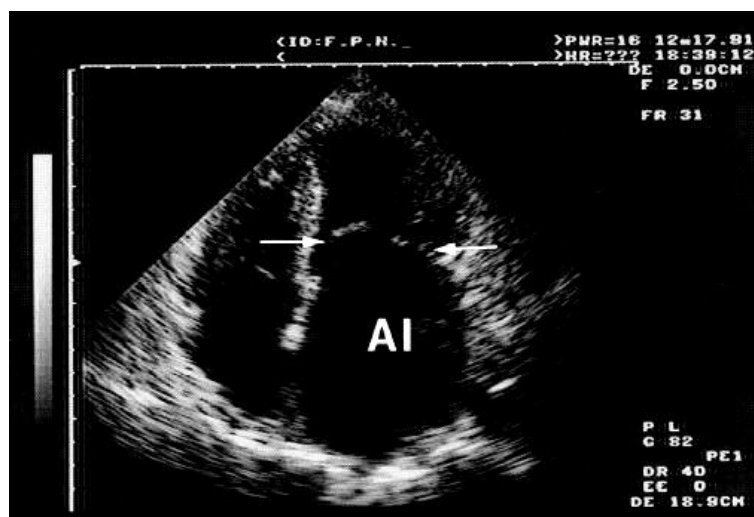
Ecocardiografía. Nótese el engrosamiento de las paredes de la aurícula izquierda (AI) de las válvulas y la dilatación auricular.
